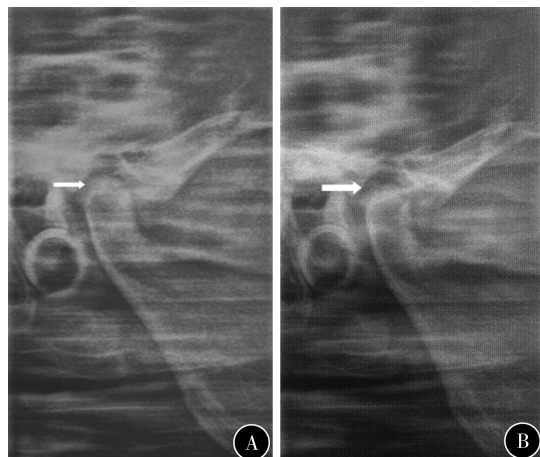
32例颞下颌关节盘前移位治疗前(A)和治疗后(B)的X线片表现
